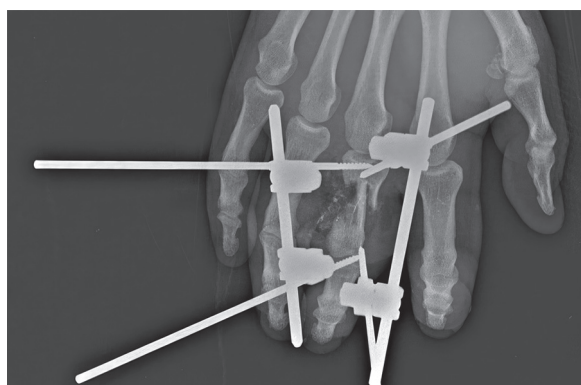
Рентгенография левой кисти после операции (прямая проекция)
